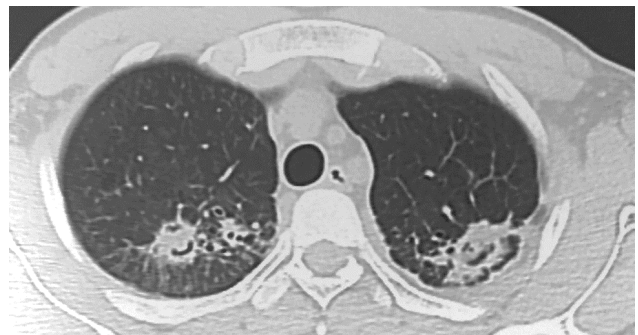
TC axial. Aspergiloma bilateral. Signo de Monad bilateral
